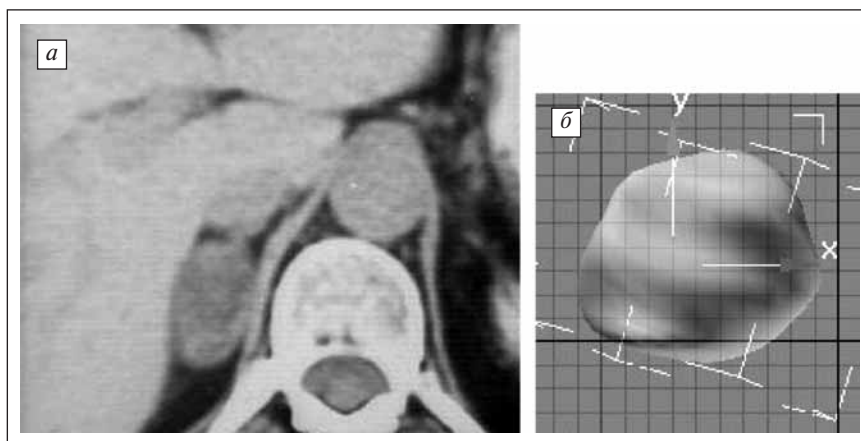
Опухолевидное образование в правом надпочечнике, накапливающее контрастное вещество — аденома надпочечника (КТ): а — общий вид; б — трехмерное изображение опухоли, развернутое на 70°
